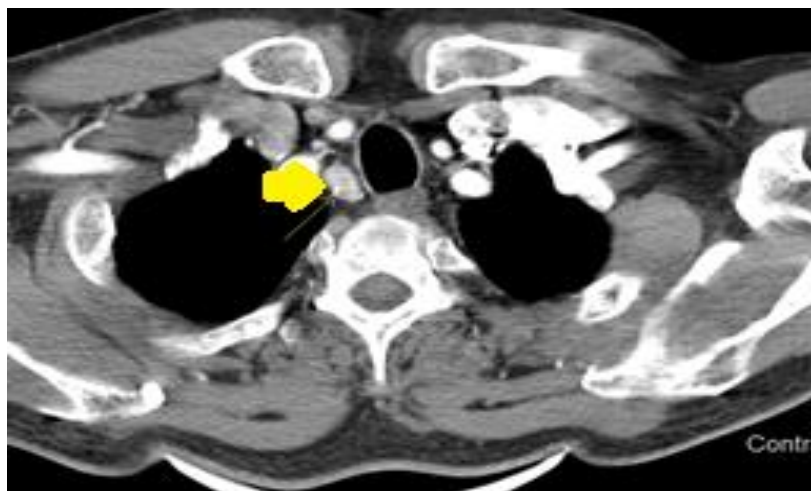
Компьютерная томография шеи с в/в контрастированием. Метастатический узел в претрахеальной зоне до 1,1 см
